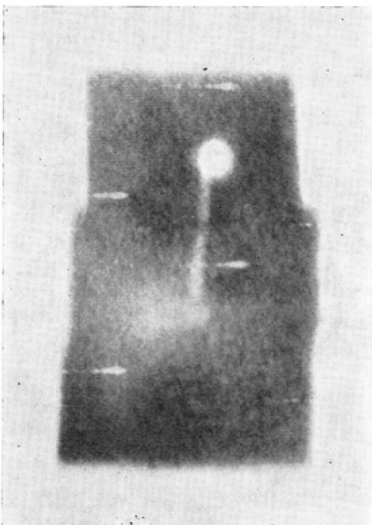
(A) X-ray television image with this system of the cervical canal with metal contrast.
